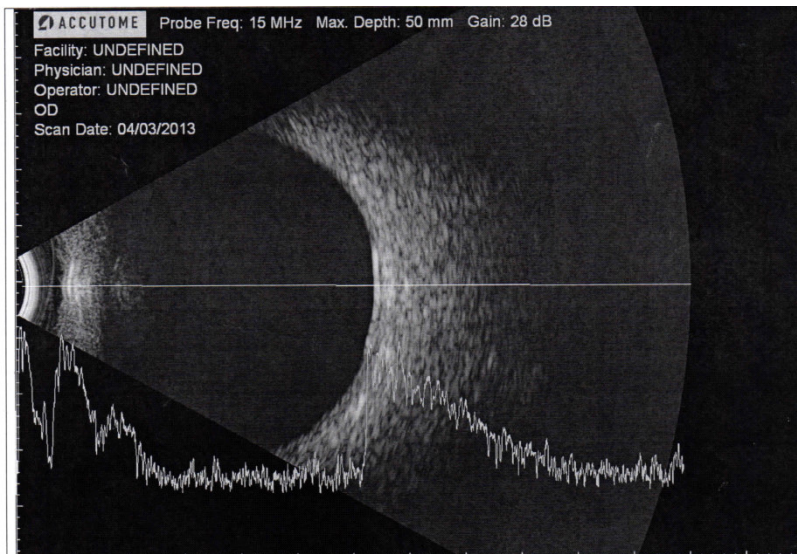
Ecografía ocular B-Scan. Marzo, 2013
